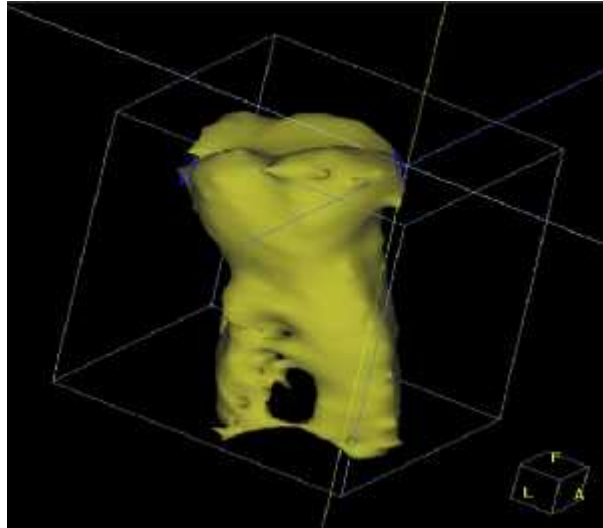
Imagem obtida a partir de tomografia computadorizada de feixe cônico de um dente com perspectiva 3D. Adaptado de Nguyen *et al.* 2011
